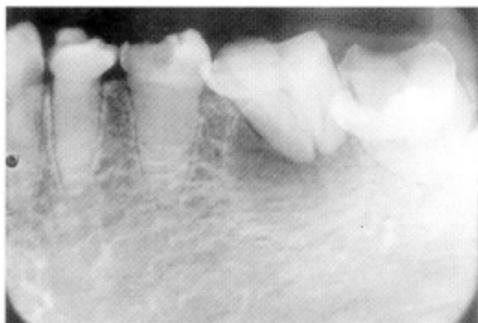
Radiografia periapical mostrando lesão apical no primeiro molar inferior esquerdo
